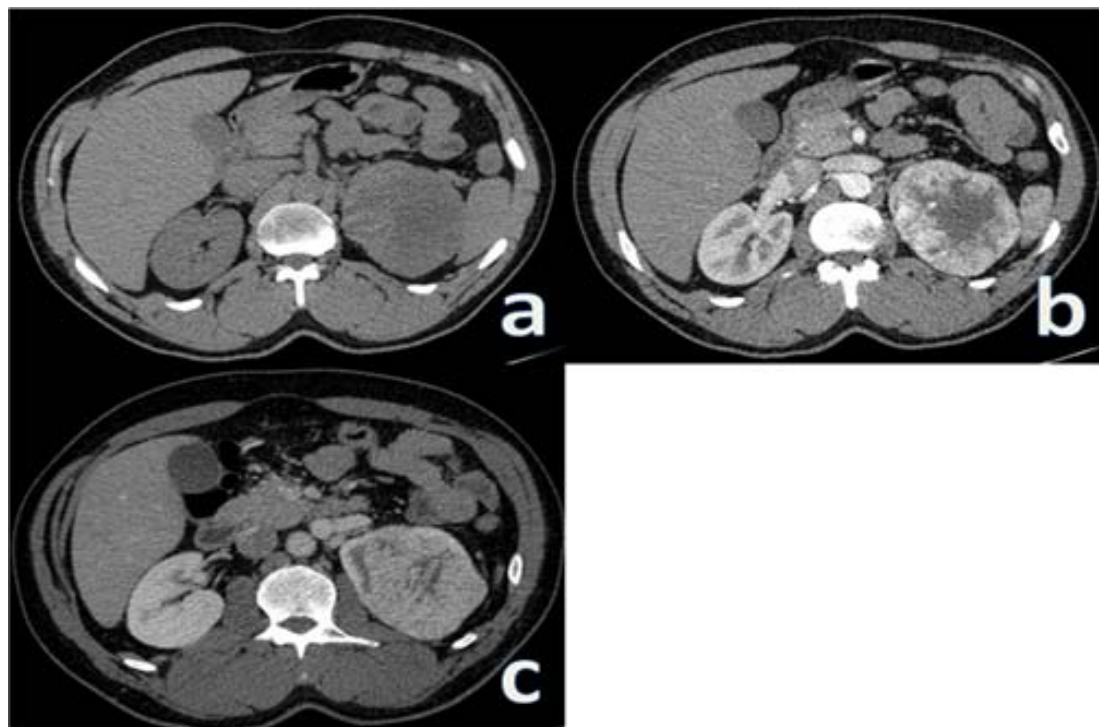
Tomografia computadorizada do abdome nas fases sem contraste (a), arterial (b) e venosa (c), demonstrando lesão expansiva no pólo superior do rim esquerdo, hipodensa na fase sem contraste (a), com realce periférico na fase arterial e que tende a homogeneização na fase venosa (c).
